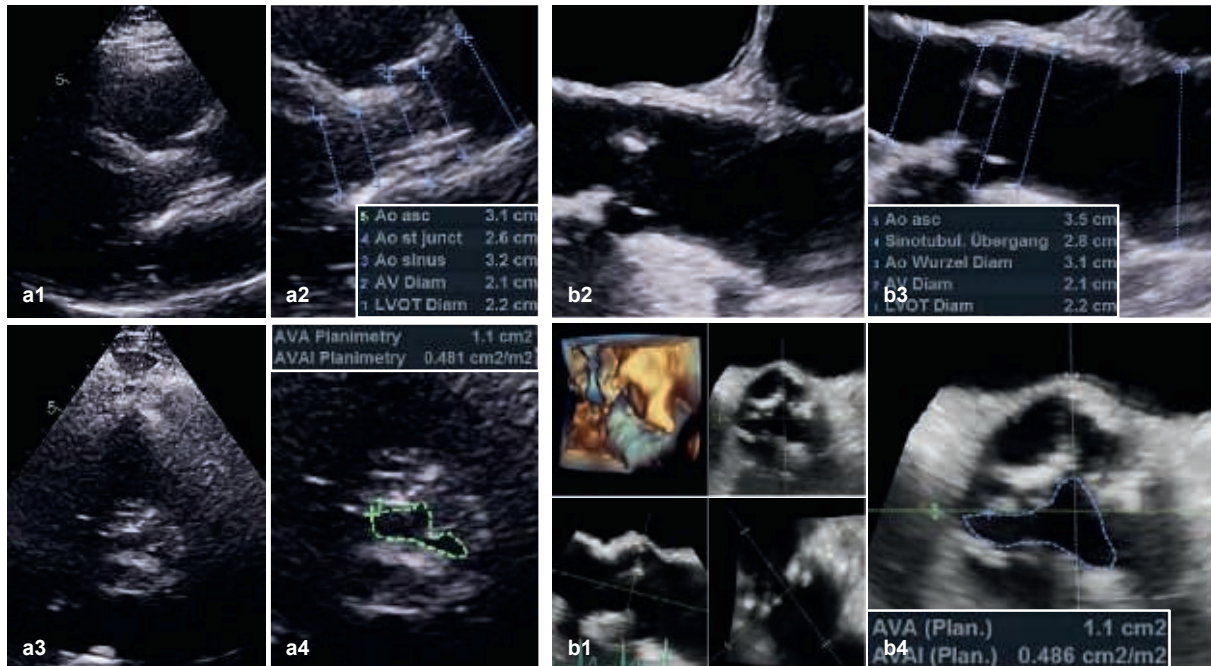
Vergleichende Darstellung von Distanz- und Flächenmessungen mit transthorakaler und transösophagealer Echokardiografie. Relevante Befunde, d. h. eine mittel- bis hochgradige AS, in der transthorakalen Echokardiografie (a1–a4) sollten generell durch eine transösophageale Echokardiografie (b1–b4), am besten multidimensional, überprüft werden. Speziell der LVOT-Durchmesser und die Planimetrien der KÖF und des LVOT lassen sich aufgrund der besseren Auflösung in der TEE genauer bestimmen.
